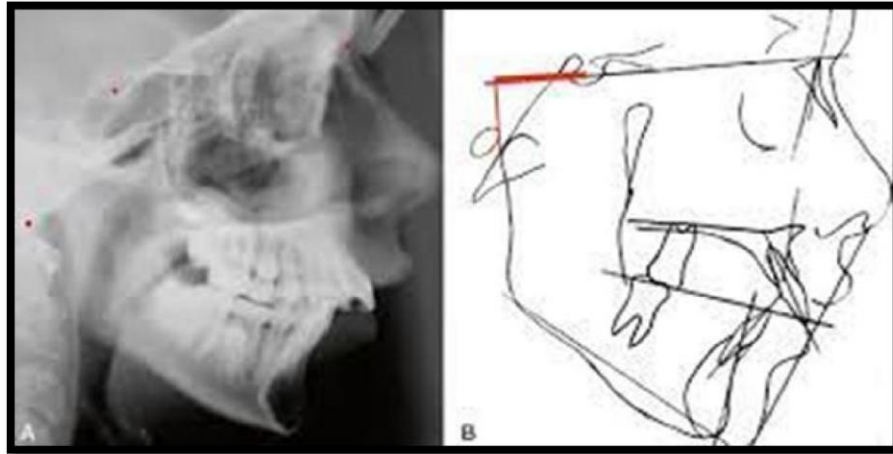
A. Téléradiographie de profil.
